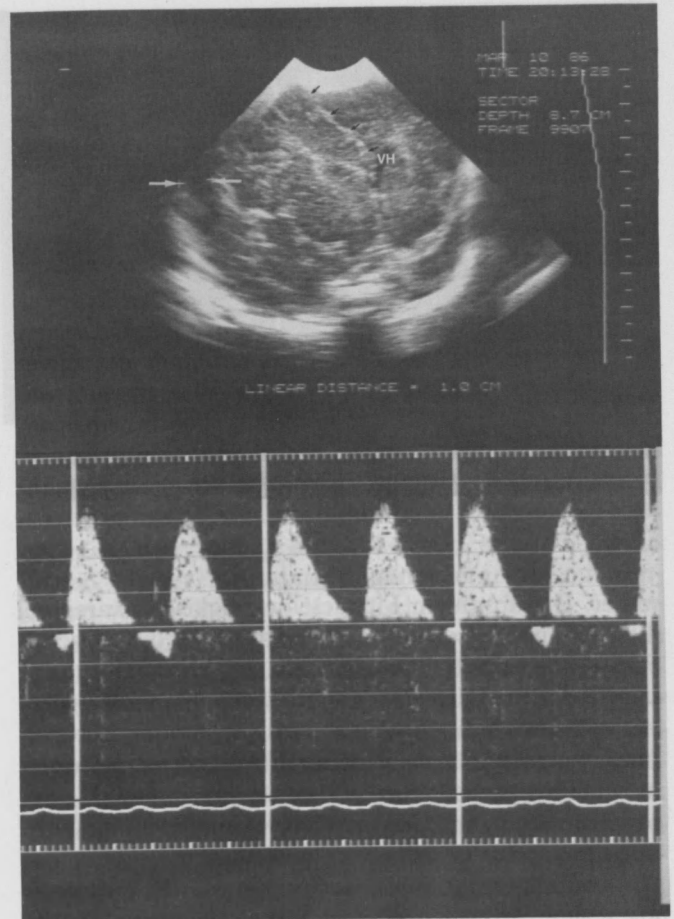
Dopplersonographisches Flußprofil in der A. cerebri ant. bei ausgeprägtem Subduralerguß (weiße Pfeile), der zur Verlagerung der Mittelstrukturen (schwarze Pfeile) zu Gegenseite geführt hat. Diastolisch negativer Fluß, der einem Rückfluß des Blutes entspricht. VH = linkes Seitenventrikel-Vorderhorn
